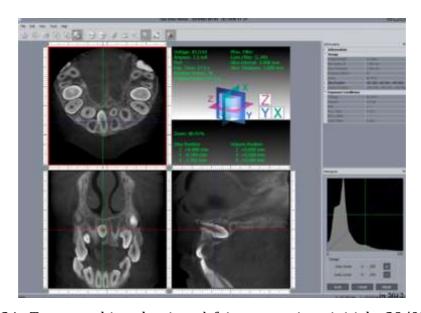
Tomographie volumique à faisceau conique initiale, 29/03/2012 (*Dr. J. PREVOST*).
